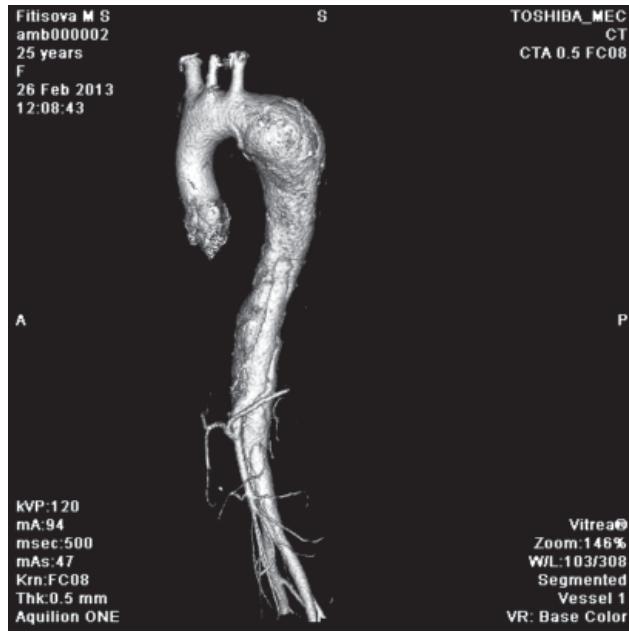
3D-реконструкция аорты по данным КТ с контрастированием
